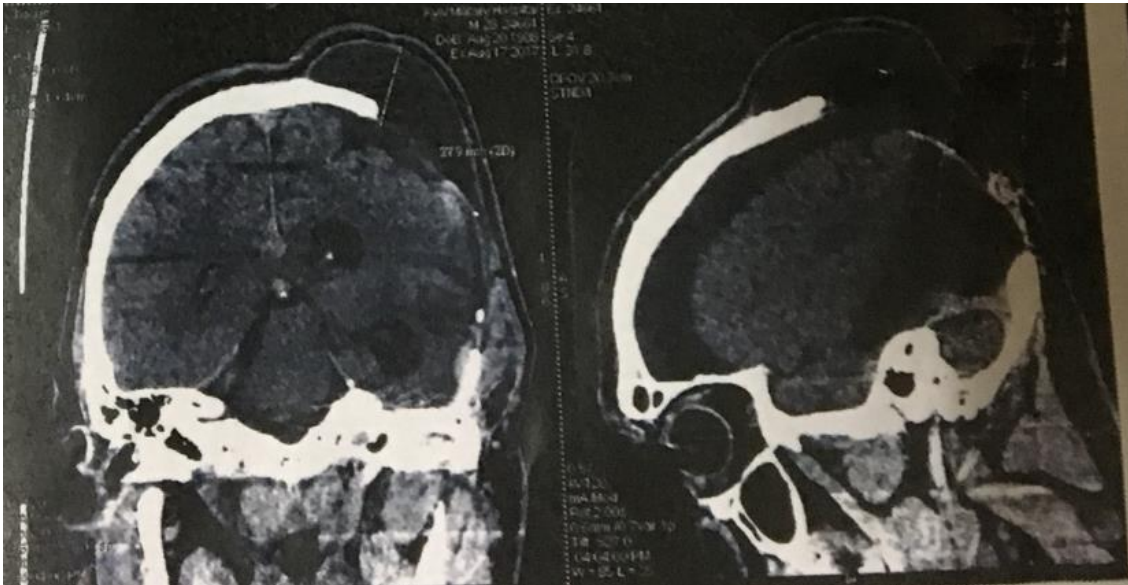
Спостереження №82. Пацієнт М. 29 р. КТ головного мозку коронарна зліва та сагітальна проекція справа. На КТ головного мозку наявний краніодефект в лівій тім'яній ділянці, скупчення ліквору в субгалеальному просторі зліва. Шлуночкова система розширена, наявна субдуральна гідрома зліва без зміщення серединних структур.
